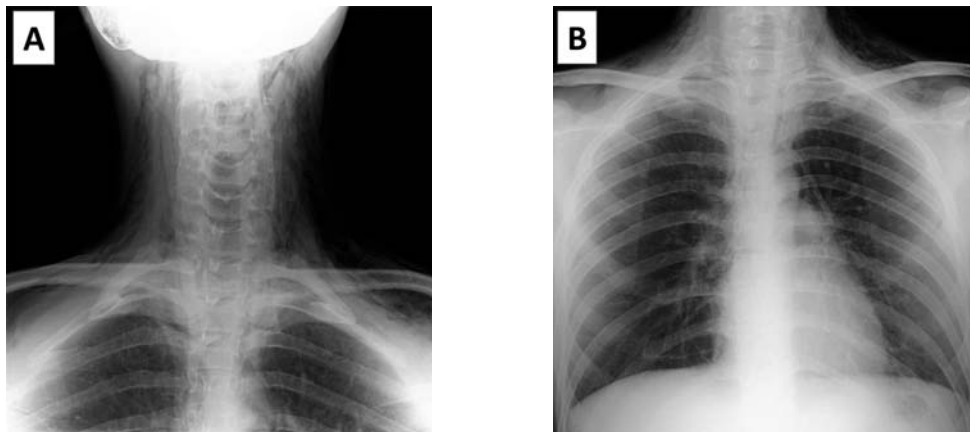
Neck radiograph showing subcutaneous emphysema (A), and chest radiograph showed extensive mediastinal air (B).
